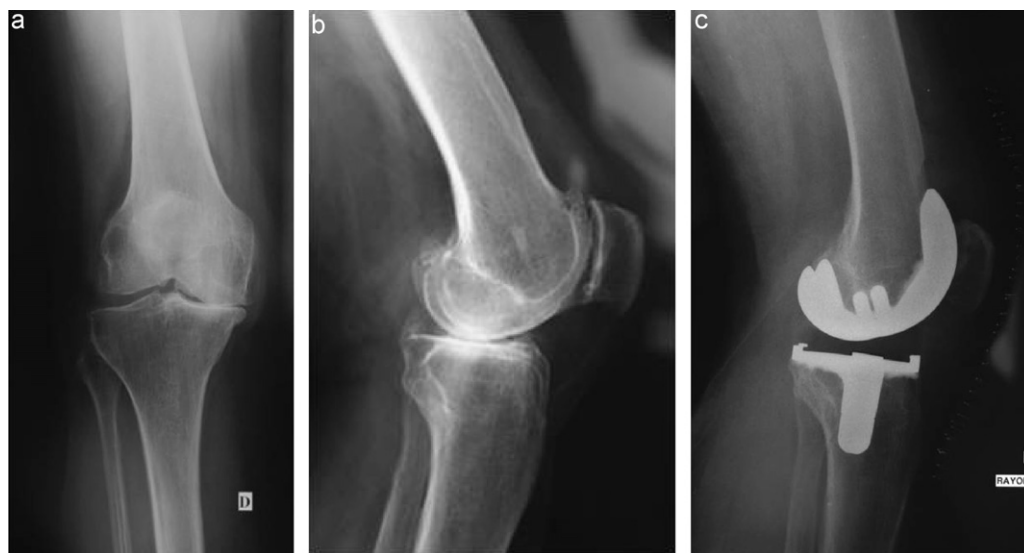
Radiographies d'une patiente de 70 ans atteinte d'une gonarthrose fémoro-tibiale médiale sur genu varum, présentant un flexum préopératoire de 25° (A et B). La prothèse totale a permis l'obtention d'une extension complète mais a nécessité une libération des coques postérieures avec résection des ostéophytes postérieurs (C). (Clichés dus à l'obligeance du Pr Hulet).
